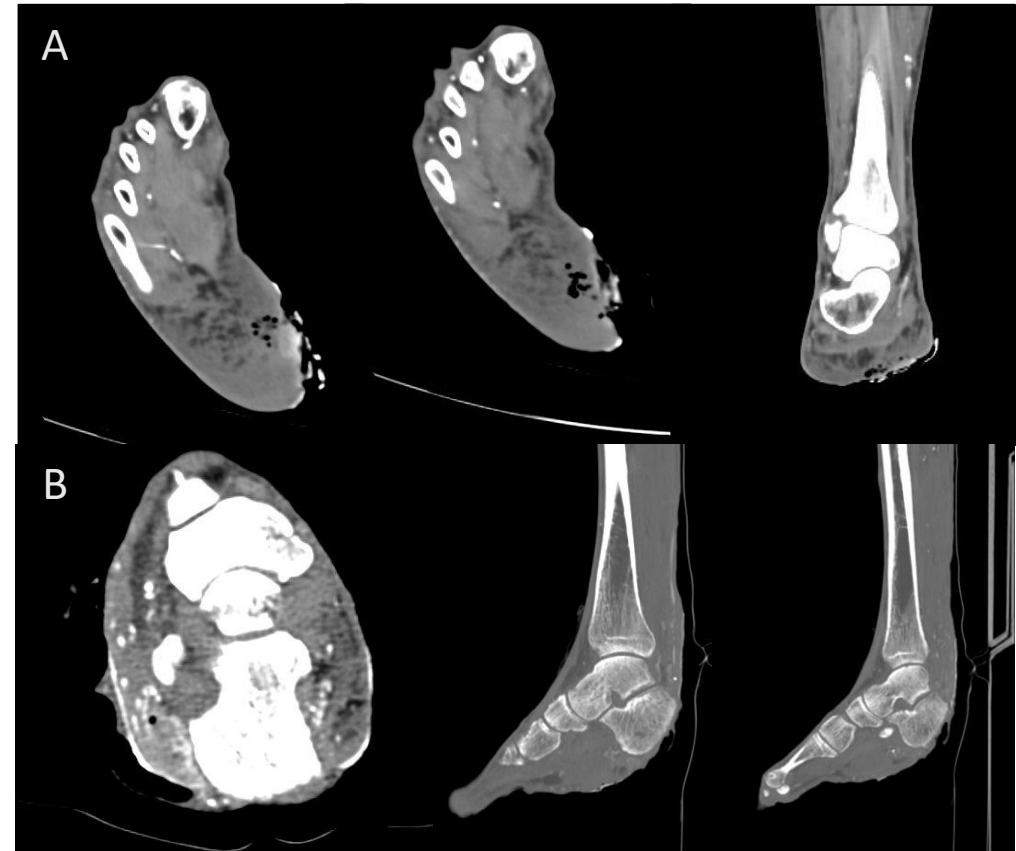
reconstrucciones MPR de TAC. En el grupo de imágenes A se objetiva un defecto de partes blandas en talón del pie derecho con burbujas, sugestivo de ulcera. En las imágenes B mismo paciente dos años más tarde con severa ulcera plantar asociada a absceso de partes blandas con cambios de osteomielitis en calcáneo.
